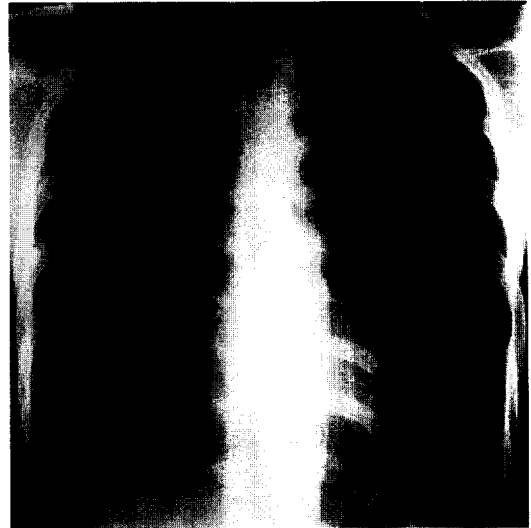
Miliary tuberculosis on chest X-ray.
